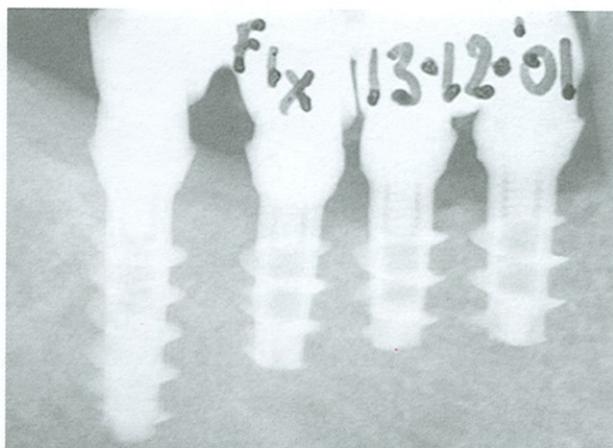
Radiografía intraoral tomada a continuación de la cementación definitiva de la prótesis fija. La diferencia en la longitud de los implantes fue consecuencia de la necesidad de respetar el paralelismo según la conformación de la línea milohioidea.
